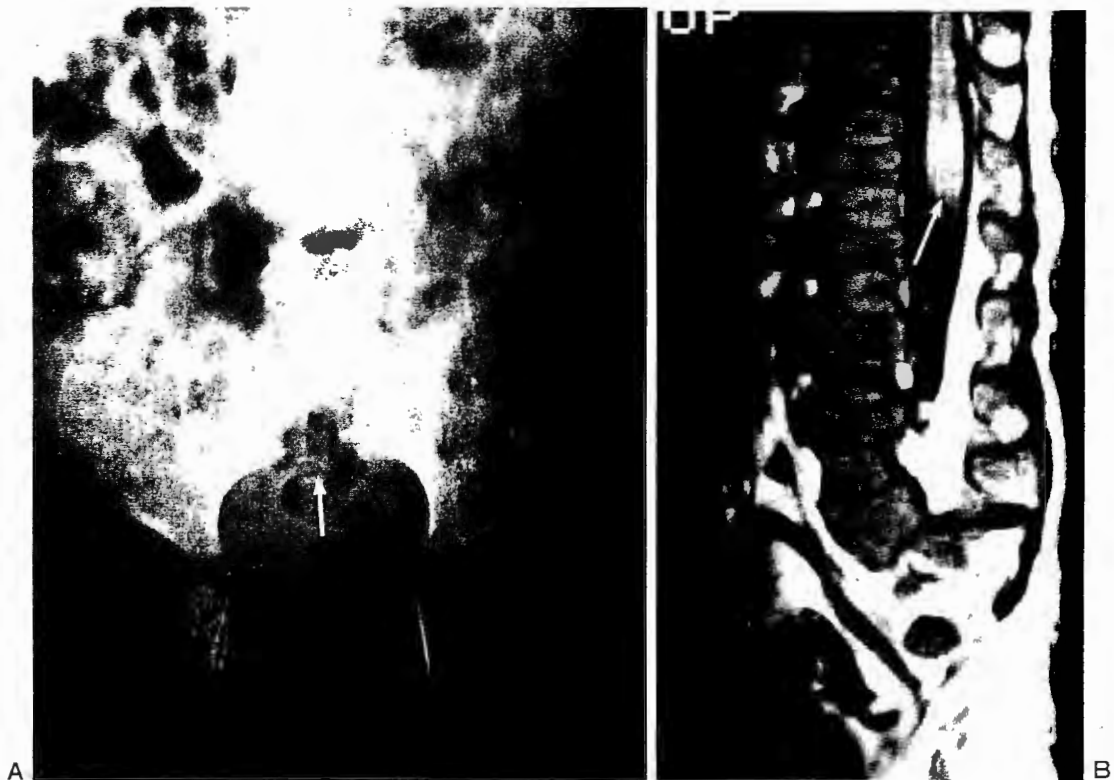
生直後，女児 仙椎無形成を伴った馬尾退行症候群 A：単純X線正面像 仙椎の形成が全く見られない(→)。 B：MRI, T1 強調矢状断像(SE 500/15) 脊髓は腰椎高位で途絶し，腹側部の形成が不良である(→)。馬尾の形成はきわめて貧弱である。
